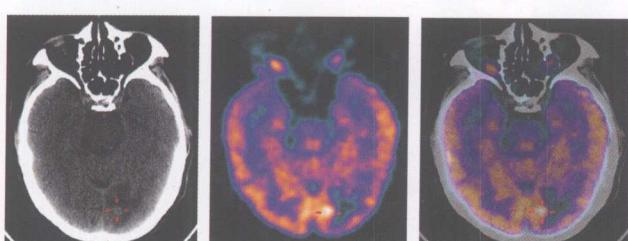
右肺上叶腺癌脑转移。 ^{18}F -FDG PET于左枕叶见结节状代谢增高影, 周围代谢减低; CT于相应部位见等密度小结节影, 周围伴低密度水肿影
